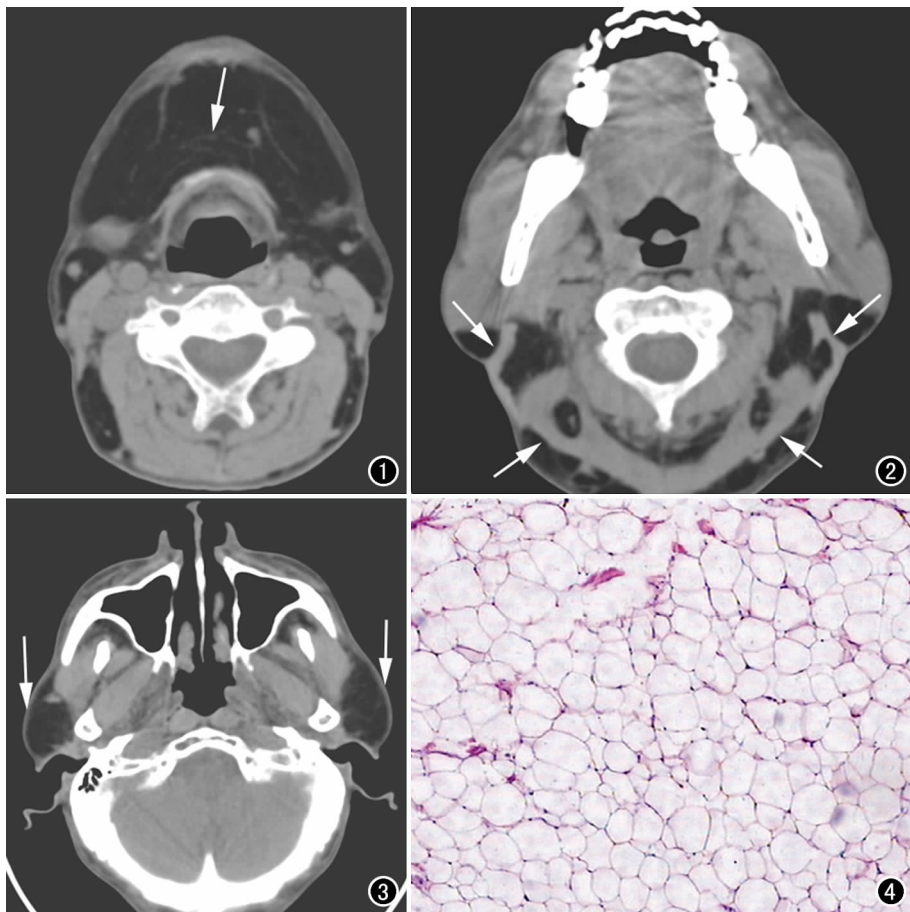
CT 示颈部及颈前区皮下大量脂肪堆积,无包膜,内见线网状纤维间隔(箭)。
